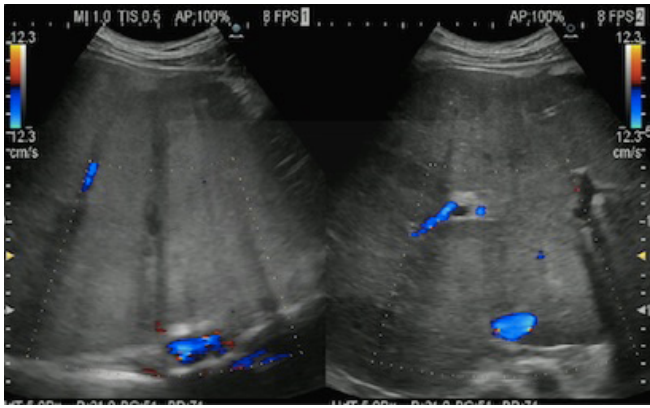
Ecografía abdomen: demuestra la ausencia de venas suprahepáticas.
